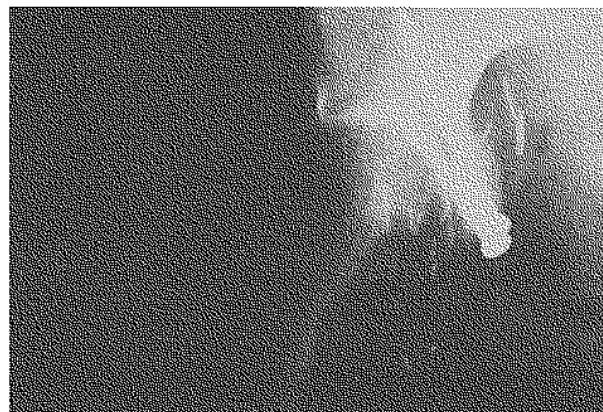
Radiographie post-opératoire de la hanche.
